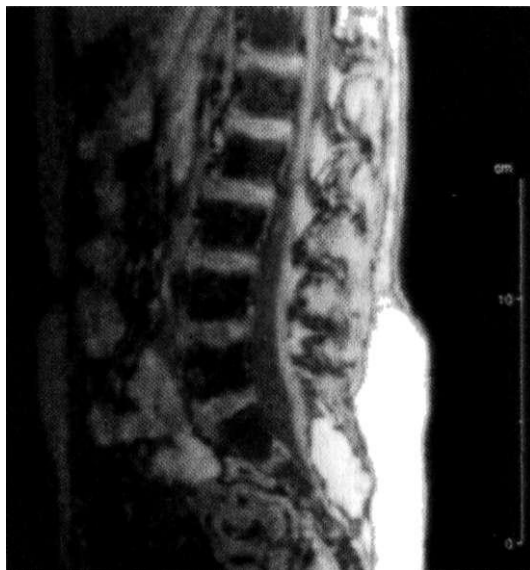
Магнитно-резонансная томограмма ребёнка с интрадуральной липомой.
